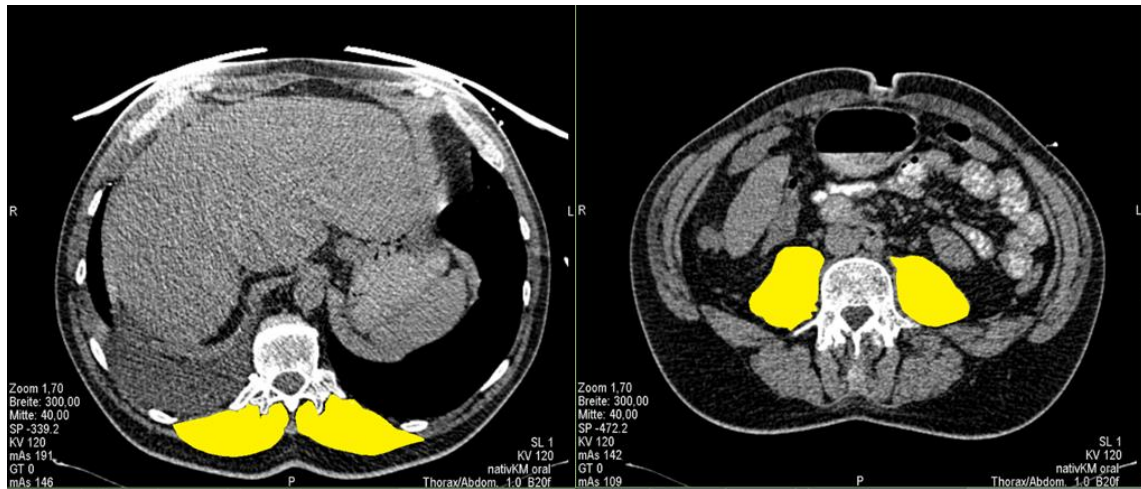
CT-gestützte Evaluation der Muskelmasse
